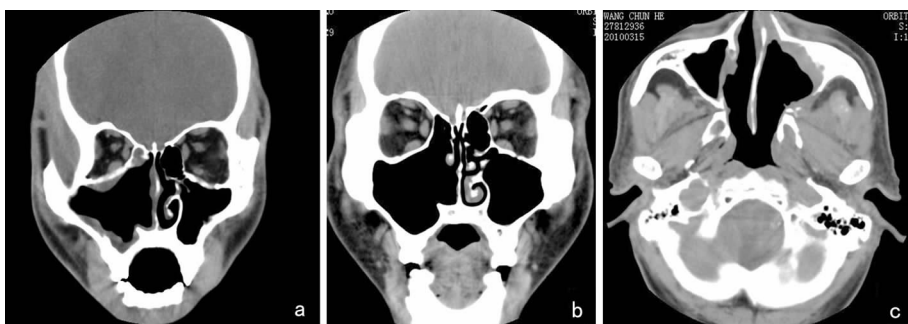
术后CT a:冠状位示右侧上颌窦、右侧前组筛窦、中鼻甲切除;b:冠状位示右侧上颌窦及右侧前组筛窦被完整切除,中鼻甲保留;c:横断位示左侧上颌窦内侧壁及窦内肿物被切除
